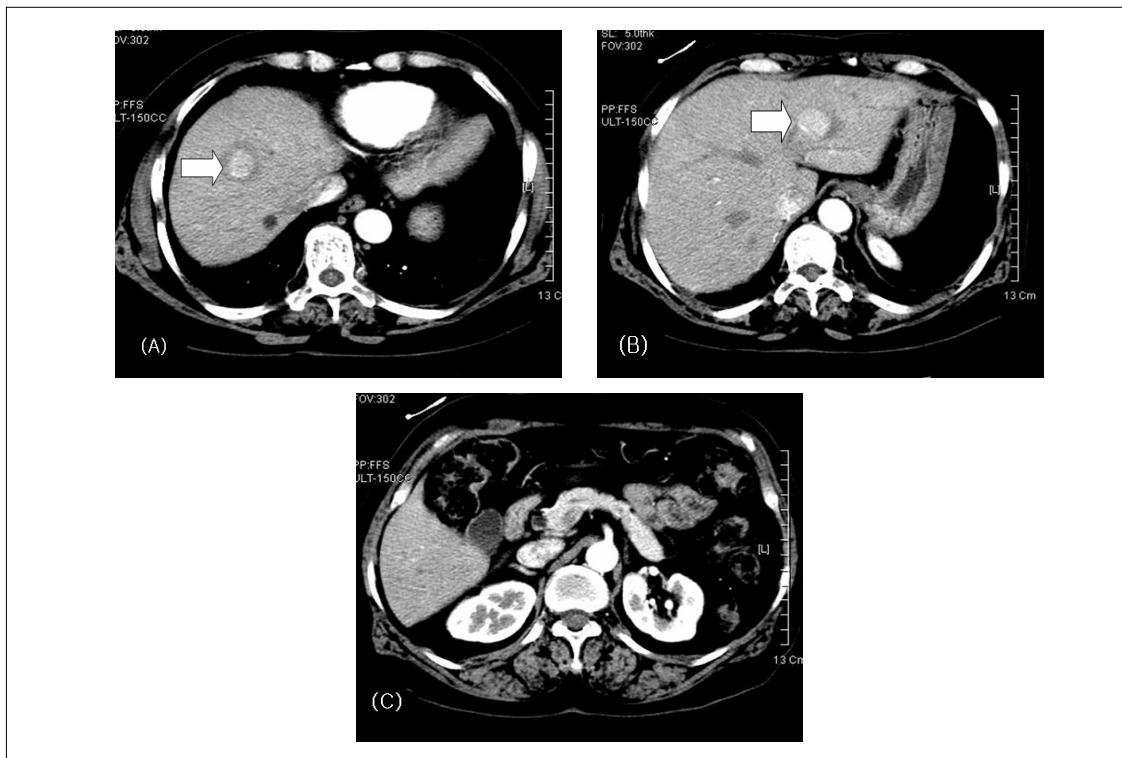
Abdominal CT shows two bull's eye masses in the liver with central arterial enhancement and peripheral thick ring in right anterior and left lateral segment (arrows in A and B). There was no abnormal mass in the pancreas (C).
